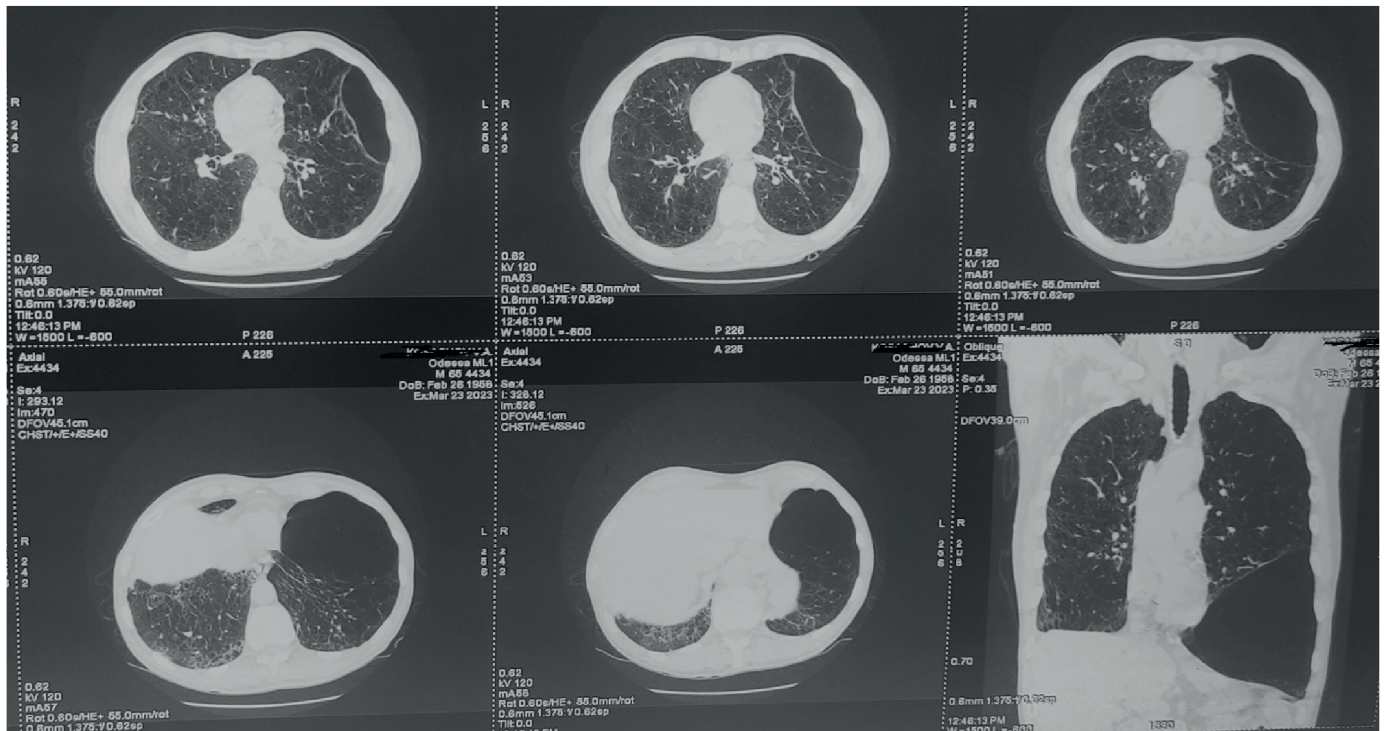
КТ ОГК пацієнта К. з гігантською булою.
